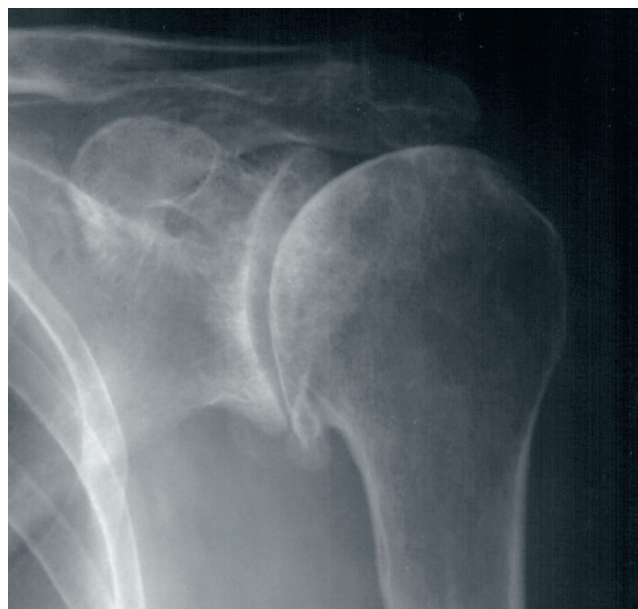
Рентгенография левого плечевого сустава в прямой проекции: неравномерно сужена суставная щель; крупные остеофиты на нижних краях суставных поверхностей костей; субхондральный остеосклероз; единичные кистовидные просветления костной ткани. Заключение: остеоартрит левого плечевого сустава 3-й стадии по Kellgren
